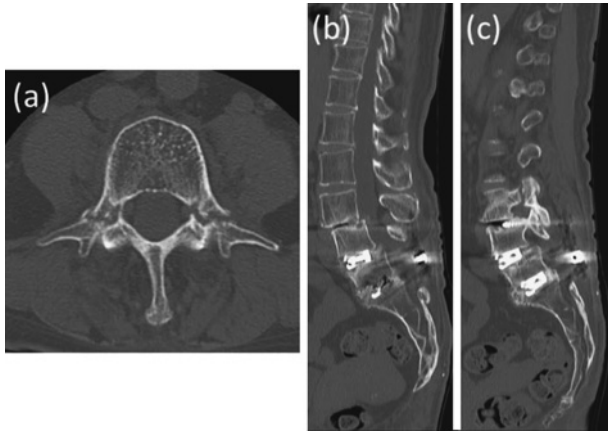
L3椎弓根骨折後CT像（両側L3椎弓根骨折 L4/5/S1間は骨癒合 L4椎弓根スクリューが終板を穿破した）
